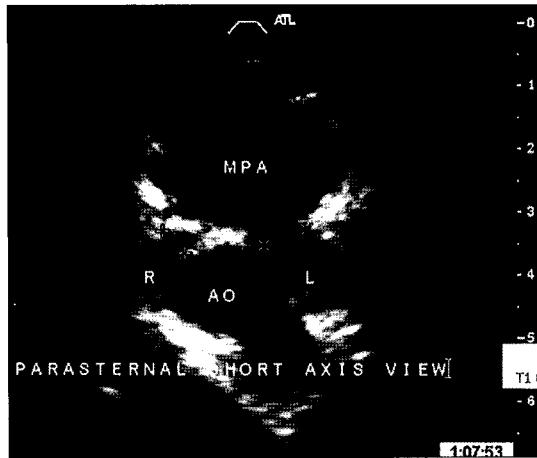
Postoperative 2D echocardiogram 1 year after operation. Parasternal short axis view. Ao=Ascending aorta; R=Right pulmonary artery; L=Left pulmonary artery; MPA=Main pulmonary artery.
